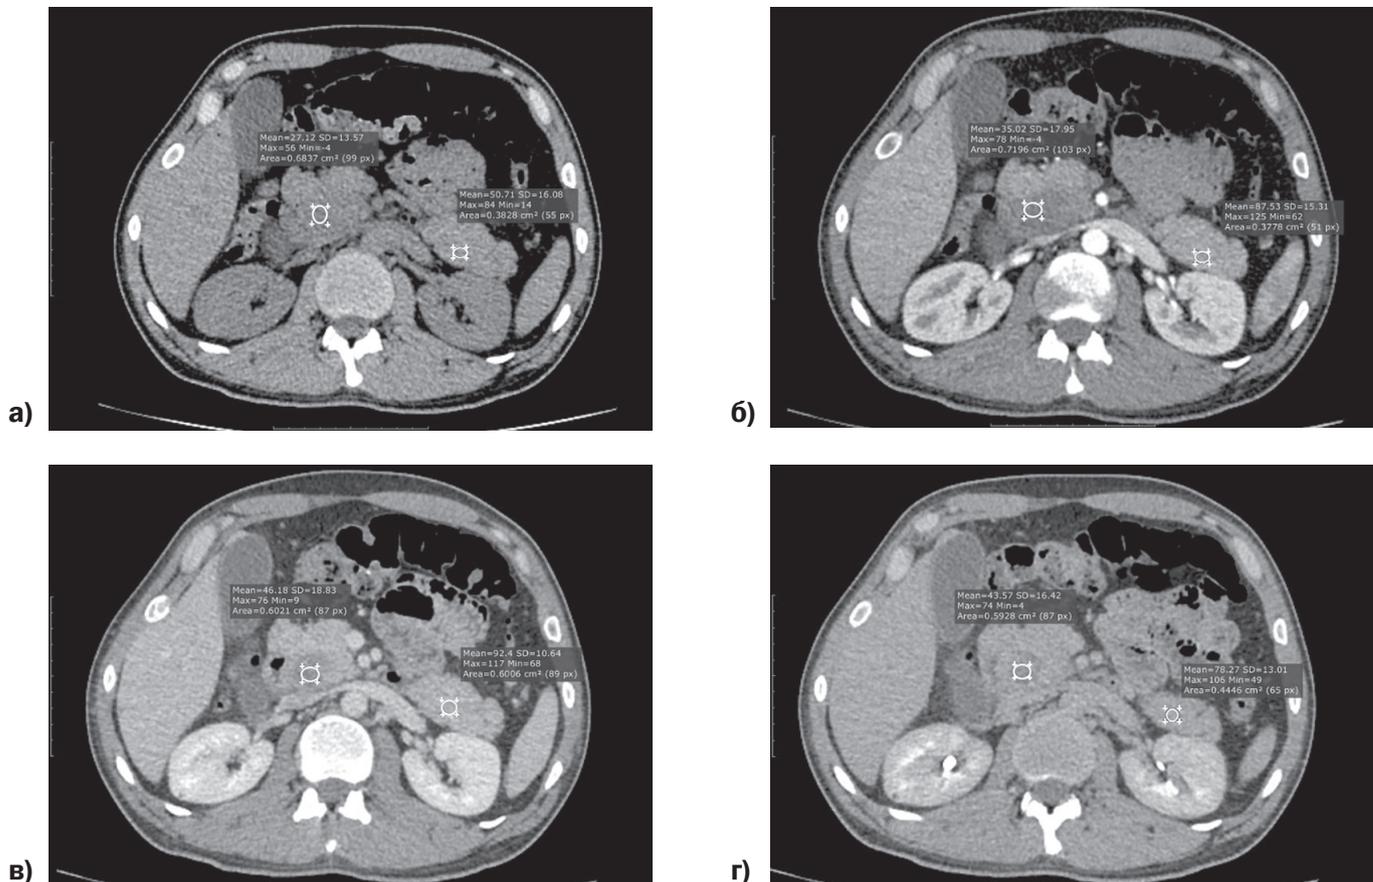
Компьютерные томограммы с внутривенным болюсным контрастированием, аксиальная плоскость (а — бесконтрастное исследование, б — АФ, в — ВФ, г — РФ). Пример денситометрического анализа результатов МСКТ.
